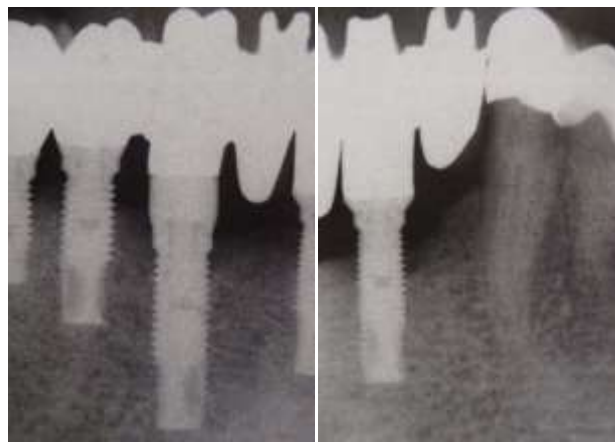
radiographies initiales au niveau d'implants mandibulaires.
